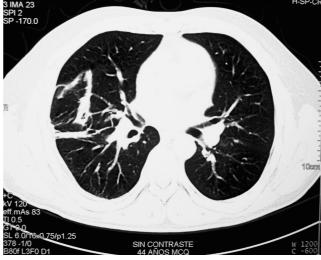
Tomografía postoperatoria que muestra reexpansión pulmonar total, ausencia de neumotórax y fluído cavitario, y consolidación pulmonar basal en resolución.
